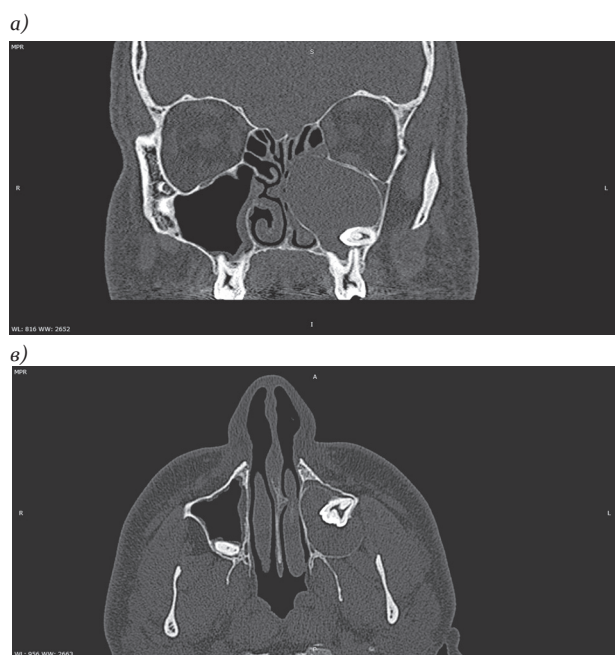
МСКТ. Зубосодержащая киста, тотально заполняющая просвет левой верхнечелюстной пазухи: а — кософронтальная; б — кососагиттальная; в — косоаксиальная реконструкции
